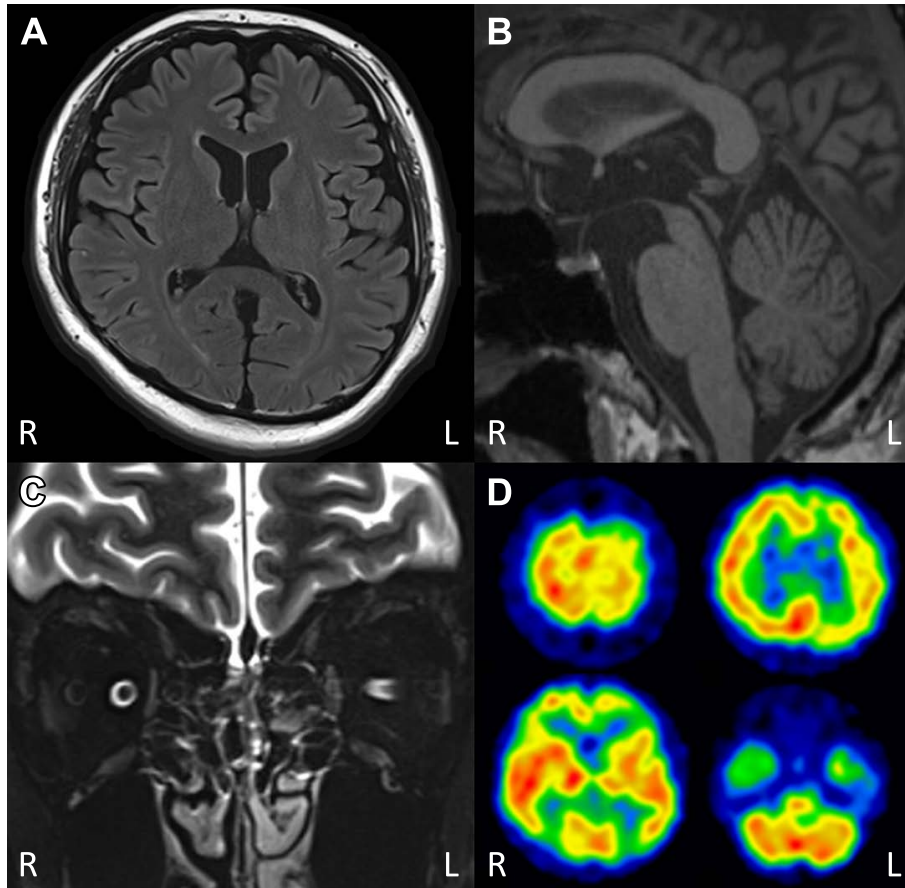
Brain MRI and SPECT at age 40.
